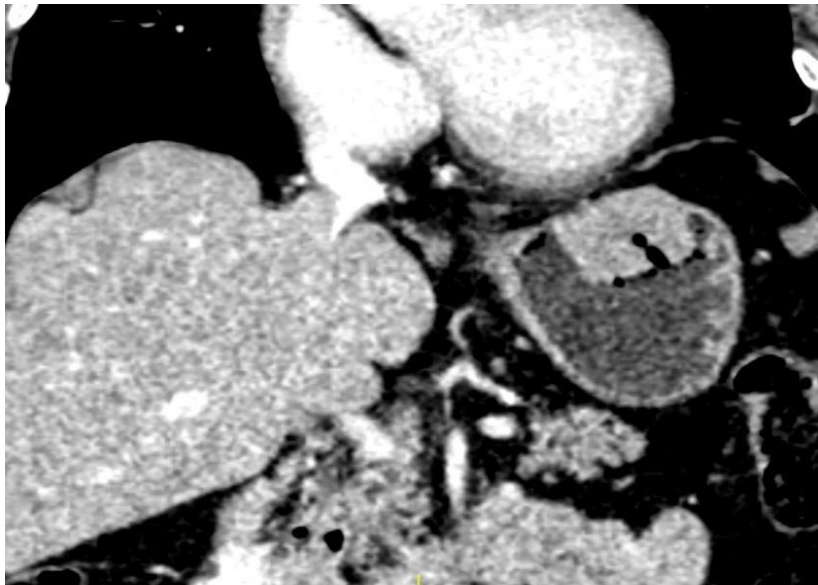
CT pregled abdomena ukazuje na lobuliranu, cistično izmenjenu tumorsku promenu koja je širom osnovom na posteriornom zidu antropilorične regije želuca. Jasno je ograničena, egzofitičnog rasta sa akcentovanom postkontrastnom opacifikacijom solidne komponente tumora. HR GIST.*
